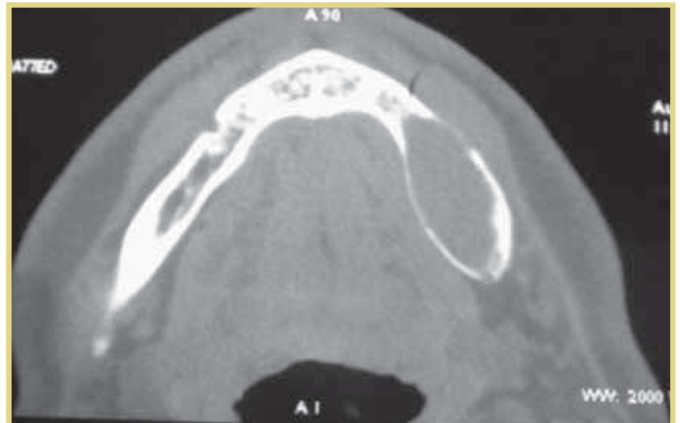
КТ НЧ пациентки Е.
